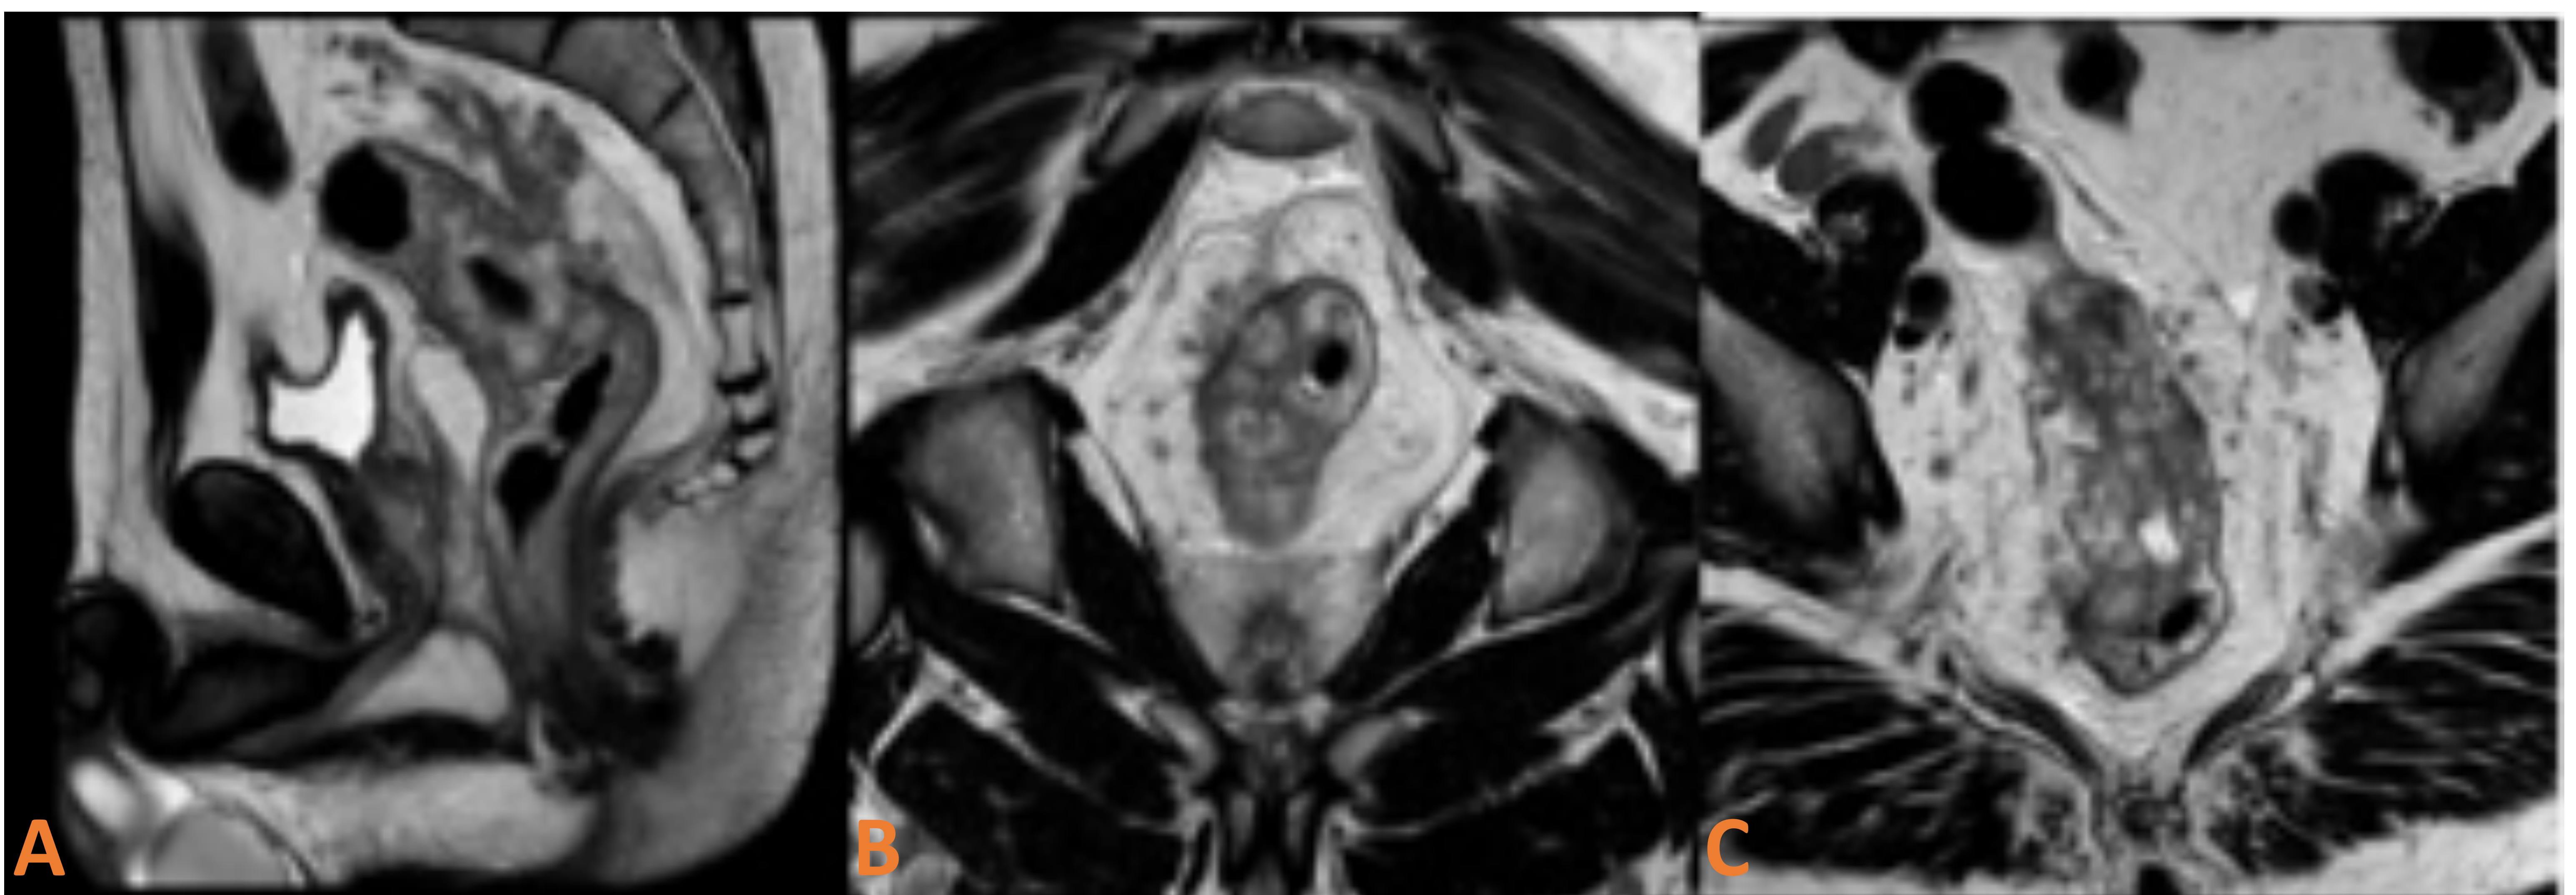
Imágenes de RM pélvica potenciadas en T2 dónde se identifica un cáncer de recto. A: corte sagital. B: corte axial. C: corte coronal del recto.
